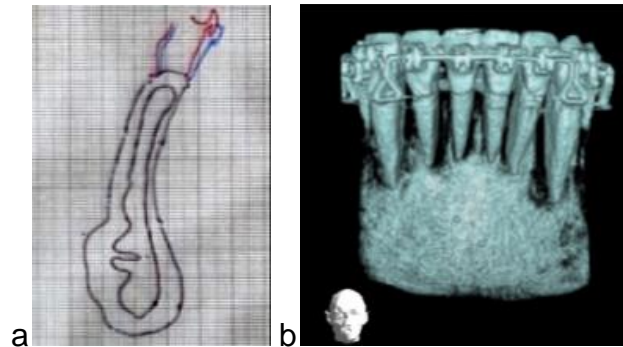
a. Se observa Imagen comparativa de la retracción, azul antes de la retracción, rojo después de la retracción, b) Tomografía computarizada donde se ven las llaves de cierre DKL, y el segmento anterior inferior la sínfisis del paciente.
